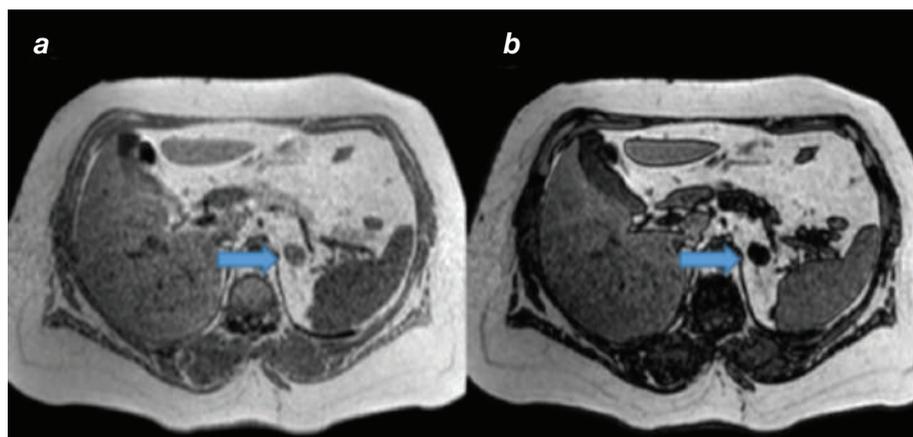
RM de abdomen con secuencias en fase (a) y fase opuesta (b).
